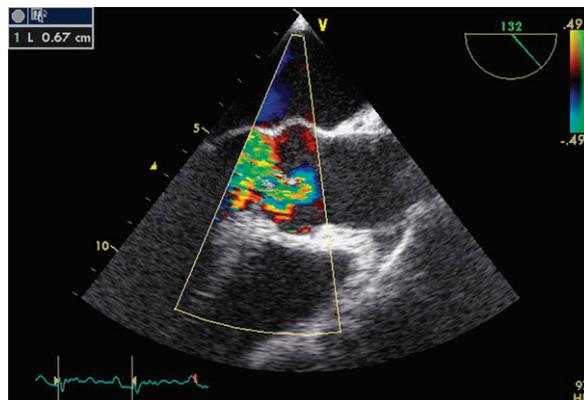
Flux d'IA visualisé au doppler couleur en ETO. Le diamètre le plus étroit du jet régurgitant (zone de la « vena contracta ») mesure 6,7 mm, témoignant d'une fuite importante.
